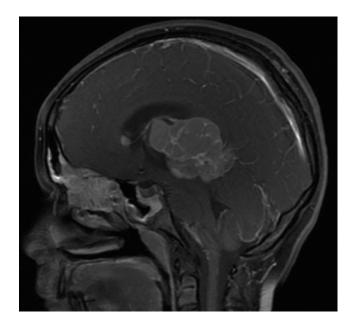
RM cerebral (T1 contraste)
